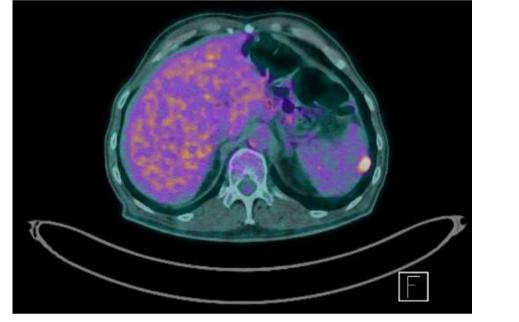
PET/TAC 04.07.2018 con aumento del metabolismo del nódulo subfrénico izquierdo sugestivo de tumor viable.
